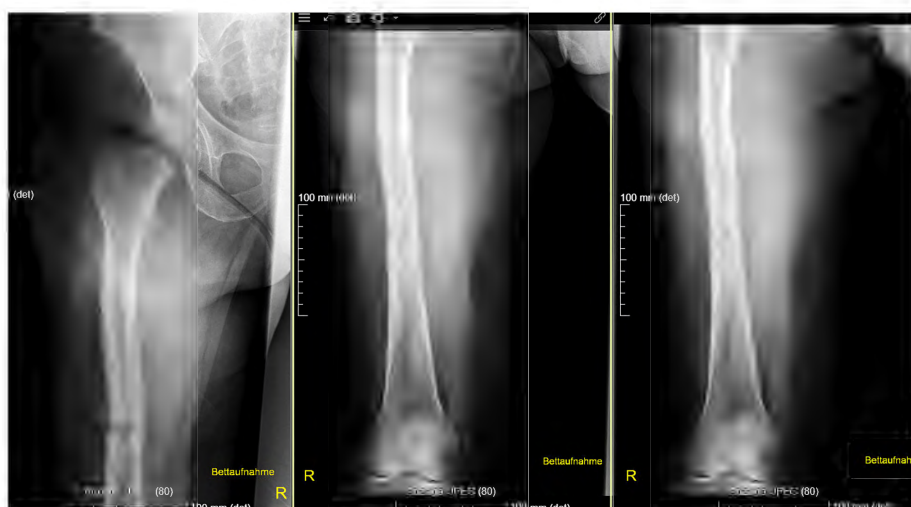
Die Röntgenaufnahmen zeigen eine atypische gerade Frakturlinie auf der lateralen und eine schräge Frakturlinie auf der medialen Seite
